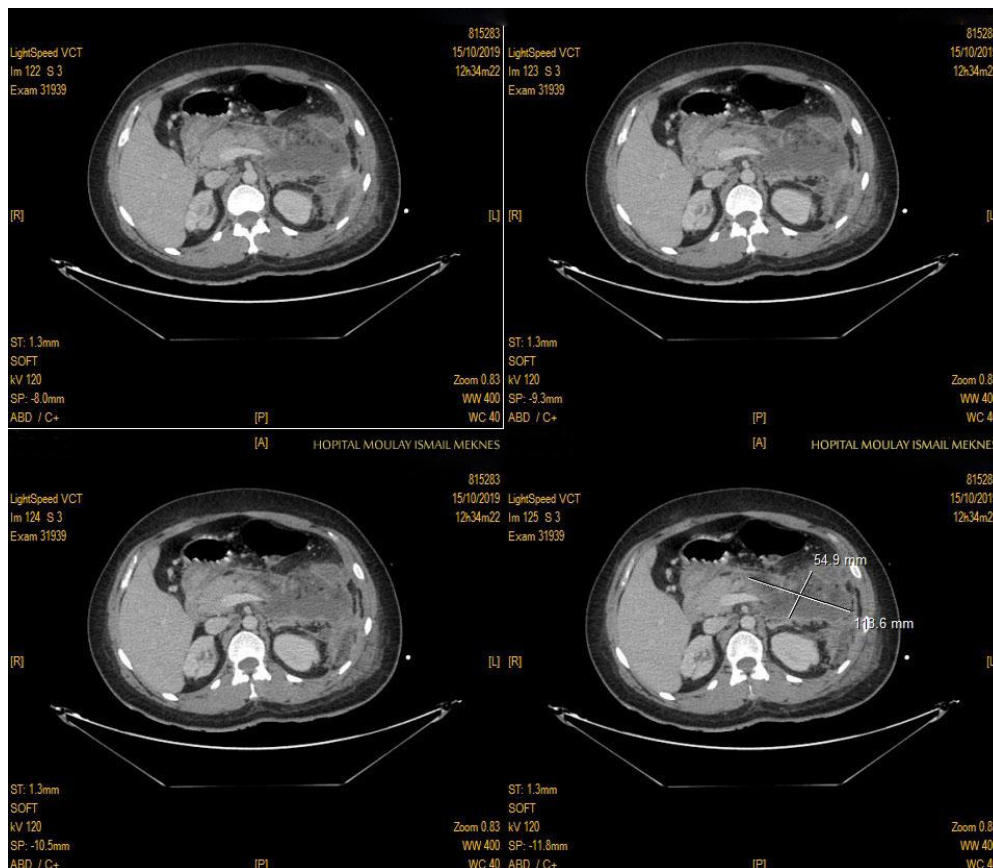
TDM abdominale montrant une pancréatite aiguë stade E avec collection de coulées de nécroses
